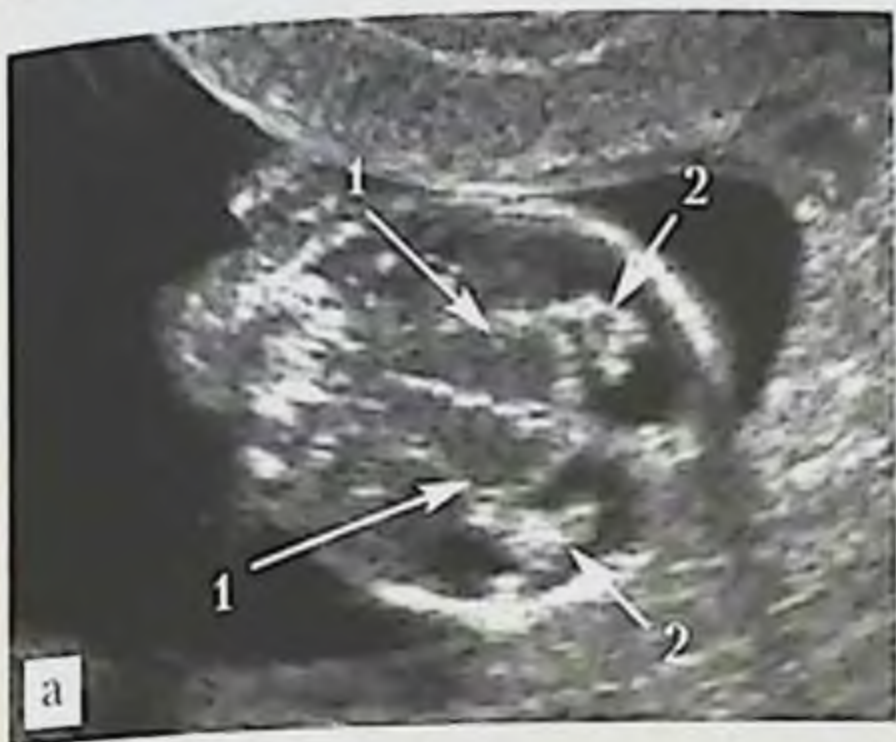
УЗИ головы плода, косая поперечная плоскость: *а* — эхограмма головы плода (трансабдоминальный доступ со стороны правой теменной кости): 1 — передние отделы сосудистых сплетений боковых желудочков, 2 — таламусы, 3 — ножки мозга, 4 — полушария мозжечка, 5 — большая цистерна мозга; *б, в* — схемы расположения датчика, головы плода и ориентации плоскости сканирования.
